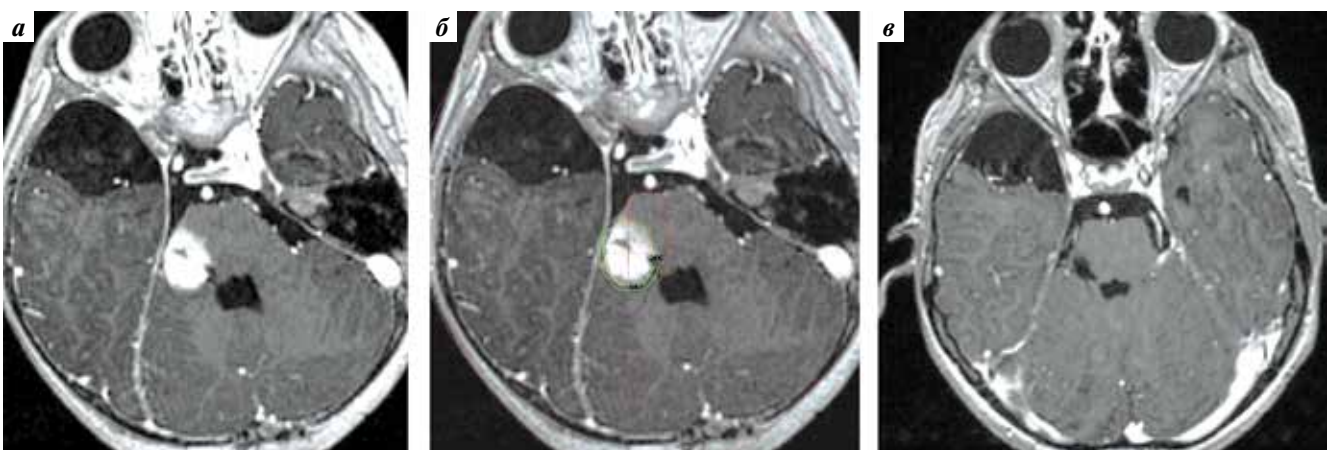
Магнитно-резонансная томография пациента А., 6 лет, с пилоидной астроцитомой ствола головного мозга: а — T1-взвешенное изображение с контрастным усилением до радиохирургического лечения; б — планирование радиохирургического вмешательства; в — T1-взвешенное изображение с контрастным усилением через 5 лет после лечения
